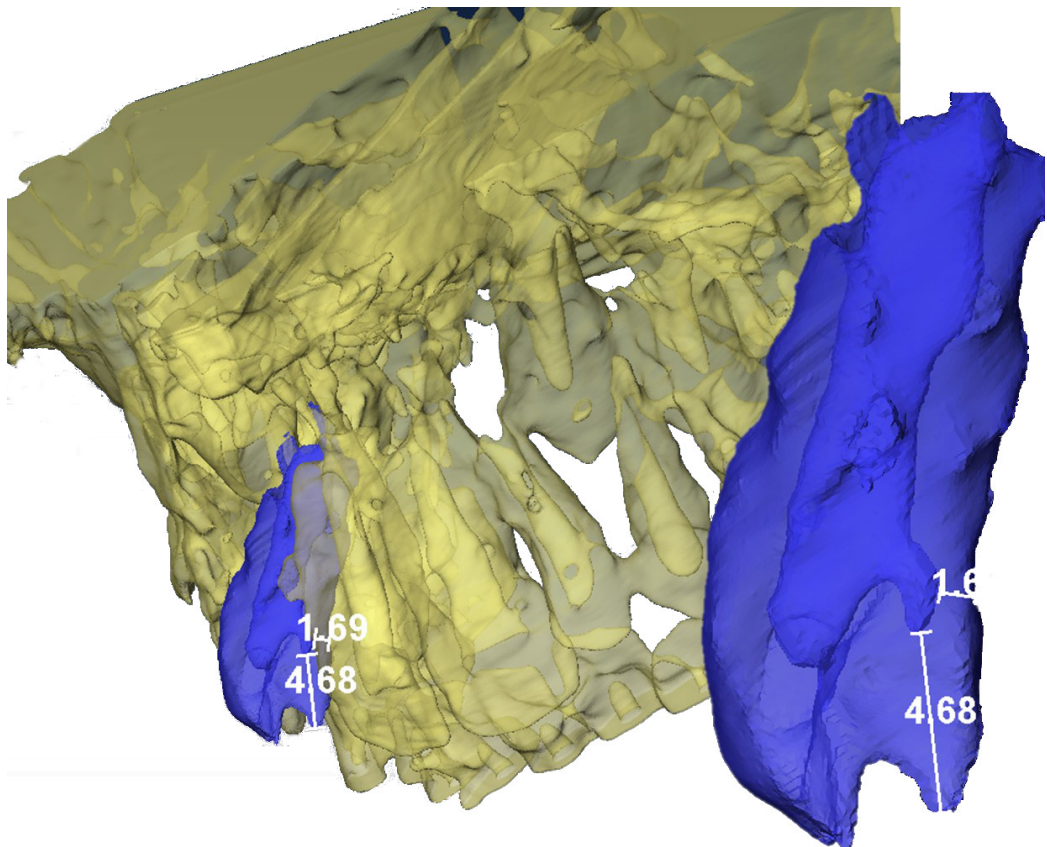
Gerenderte MRT-Aufnahme einer Geminisierung des Zahnes 12 unter Benutzung der DRIVE-Technik. In weniger als zwei Minuten konnte ein 3D Datensatz des Oberkiefers aufgenommen werden. Die Bifurkation der Pulpa konnte exakt dargestellt werden.
